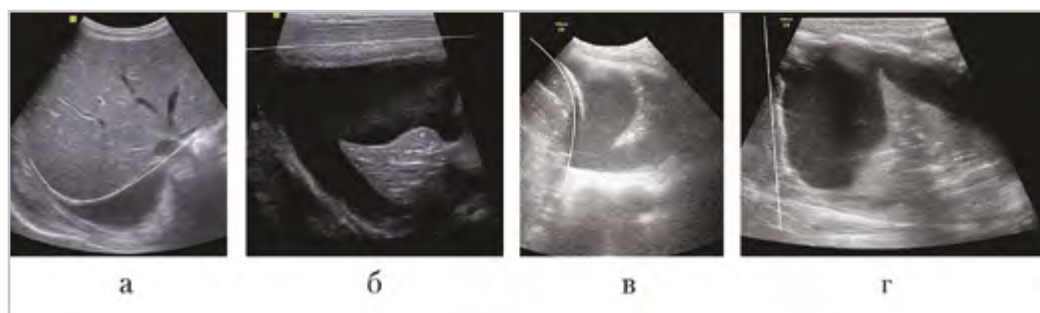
УЗИ в В-режиме: деформация контура диафрагмы у младенцев с очень большим количеством плеврального выпота: *а* — нормальная конфигурация контура диафрагмы при поперечном сканировании из правого подреберья; *б* — уплощение контура диафрагмы при поперечном сканировании из правого подреберья; *в* — нормальная конфигурация контура диафрагмы при продольном сканировании по заднеаксиллярной линии справа; *г* — уплощение контура диафрагмы при продольном сканировании по заднеаксиллярной линии справа
